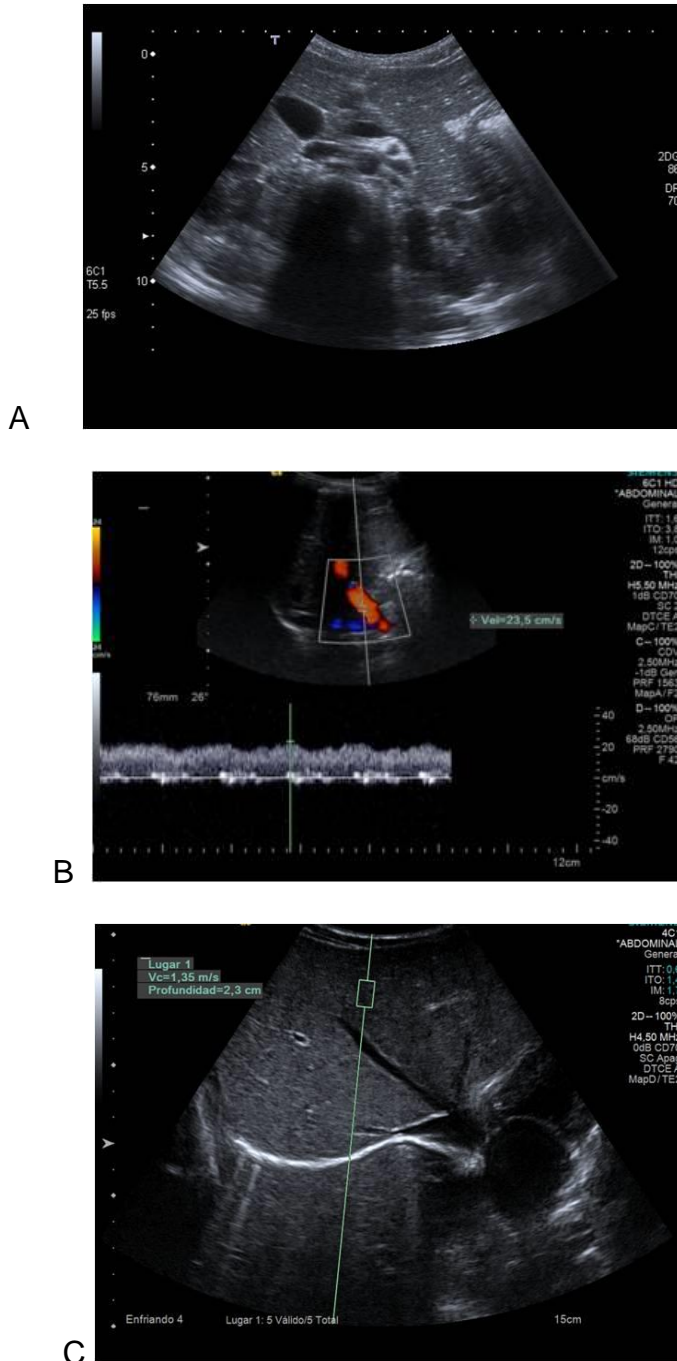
A) Ecografía abdominal en escala de grises. B) Ecografía Doppler de la vena porta C) Elastografía hepática.
